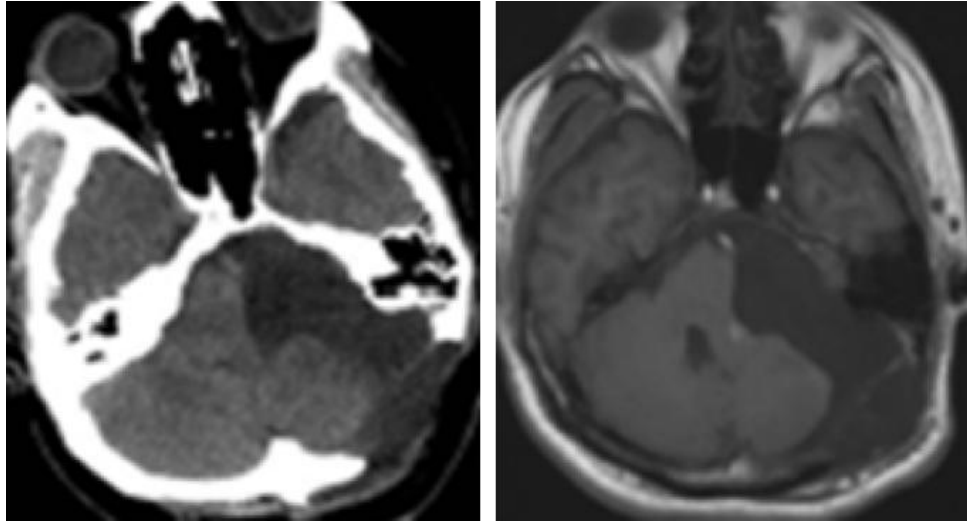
TDM et IRM de contrôle : exérèse totale
